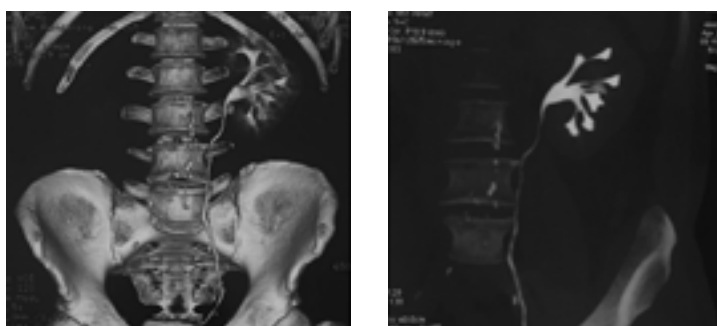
МСКТ через 2 года. Данных за рецидив опухоли не получено. Пациент Г., 60 лет.
